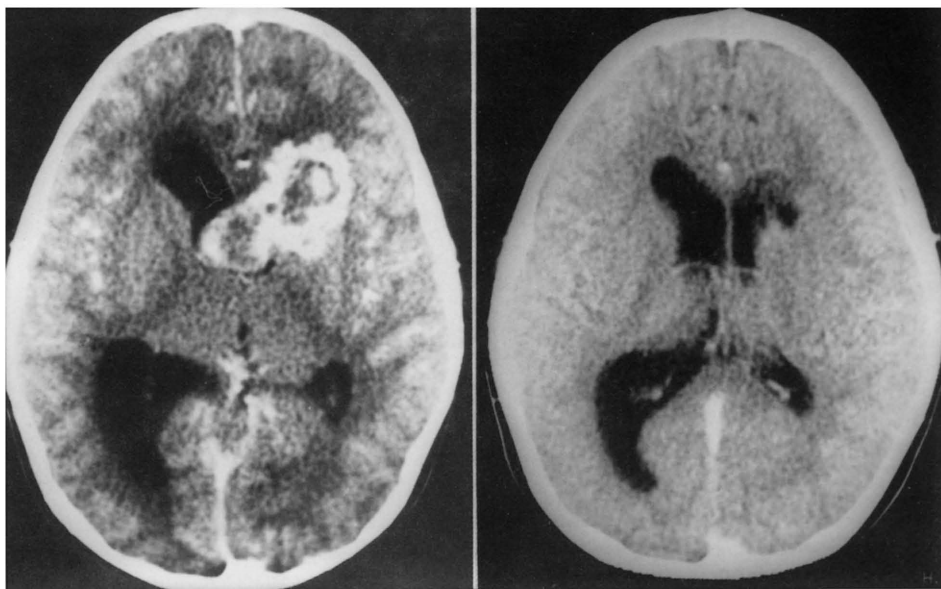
TC. À esquerda (Fig 1a), corte axial que revela massa irregular parcialmente hiperdensa, que capta contraste, localizada no interior do ventrículo lateral direito. À direita (Fig 1b) no pós-operatório, documentando a remoção total do angioma cavernoso apresentado na Fig 1a.
